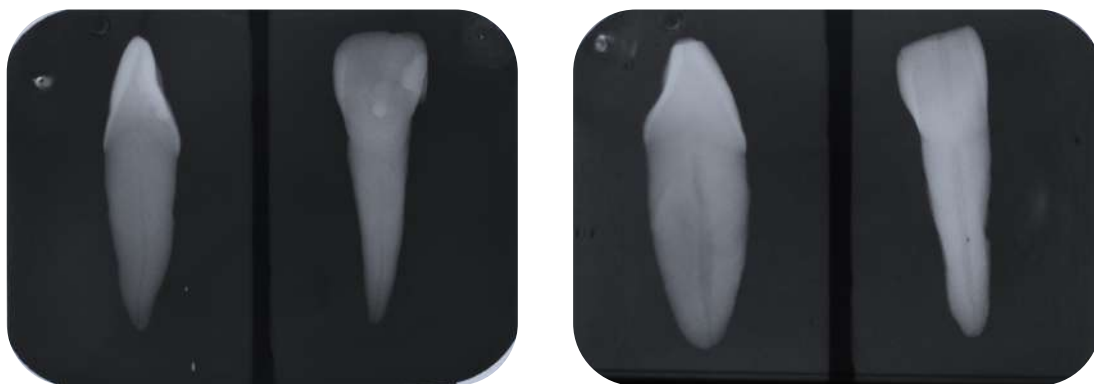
Radiografía inicial.
